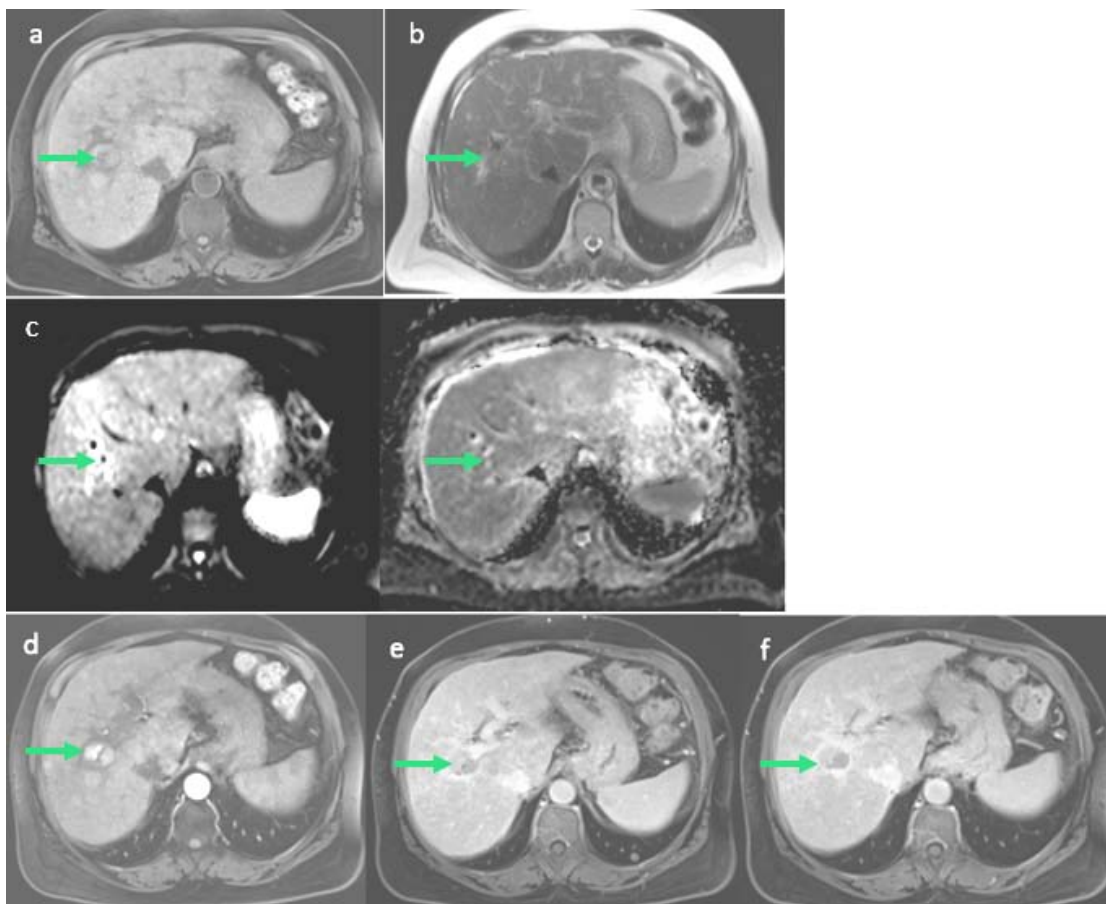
IRM hépatique de contrôle à 2 mois montrant une persistance avec régression en taille de la lésion du segment V (27mm vs 34mm), en hypersignal hétérogène T1 (a), T2 (b) et diffusion avec restriction de l'ADC (c), rehaussée de façon intense en temps artériel (d) et portal (e) avec wash out en temps tardif (f), entourée d'une capsule fibreuse en hyposignal T1(a) et T2 (b) avec rehaussement tardif (f).
